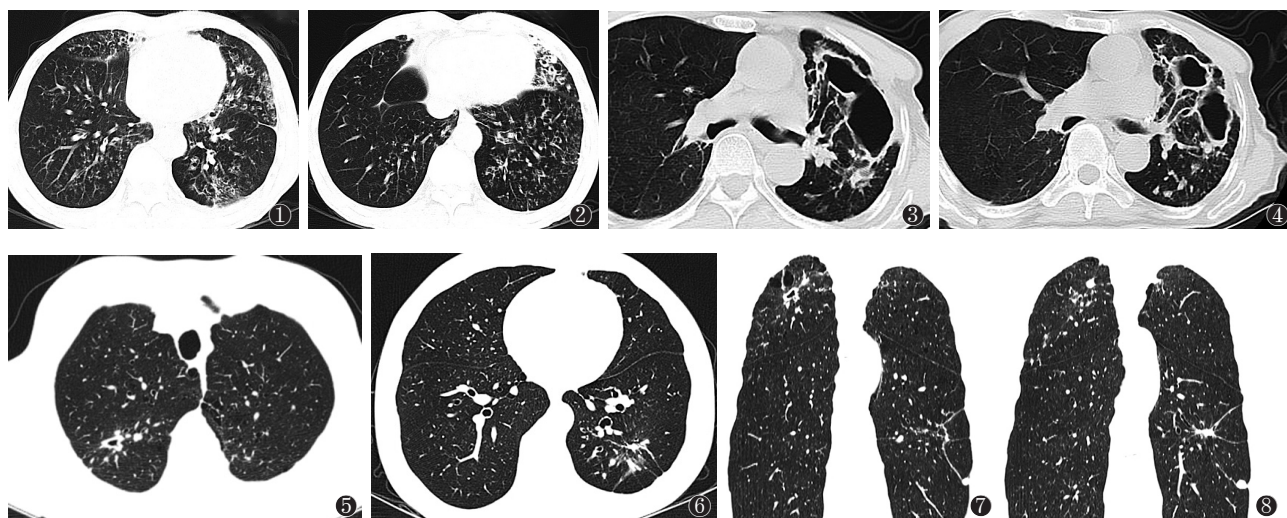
支气管扩张及结节为主型NTM肺病胸部CT平扫，肺窗示双肺多发细支气管扩张，伴多发小叶中心结节，部分呈树芽征，右肺中叶、左舌叶及双肺下叶受累。图1显示左肺下叶及左舌叶可见斑片状磨玻璃密度影，右肺中叶可见斑片状实变影，其内伴细支气管扩张；图2显示左舌叶扩张细支气管管壁增厚。图3,4 空洞为主型NTM肺病胸部CT平扫，图3示引流支气管柱状扩张，余肺内无明显渗出性病灶和支气管播散灶；图4示左肺上叶薄壁空洞，内壁不规则但较为光滑。图5~8 实变为主型NTM肺病胸部CT平扫，图5、6横轴面肺窗；图7、8冠状面多平面重组（MPR）；右肺上叶尖后段（图5）和左肺下叶背段（图6）示多发斑片状实变，伴空洞形成，周围多发条索和卫星灶。
